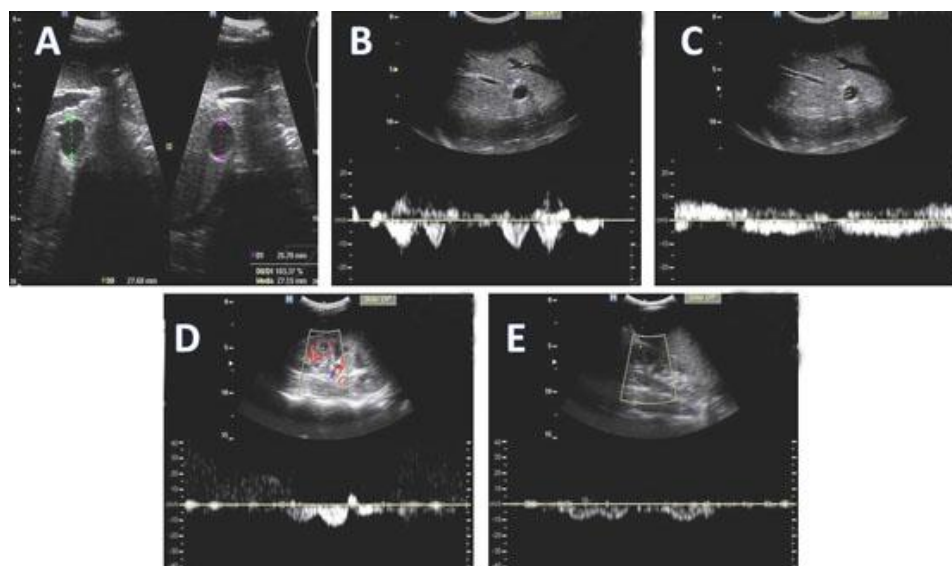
Evaluación de la congestión subclínica. A: corte transversal de la vena cava inferior; B: *doppler* de vena hepática; C: *doppler* de vena porta; D: *doppler* de vena renales derechas; E: *doppler* de venas renales izquierda.
